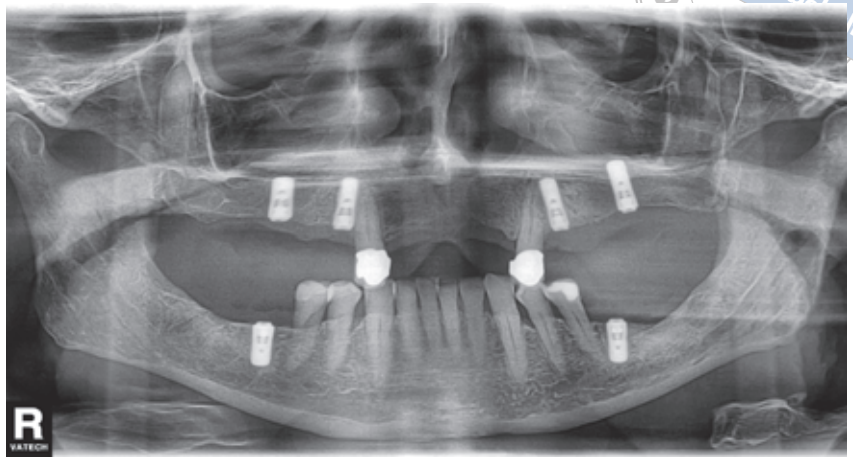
Das Orthopantomogramm nach Implantatinsertion.
